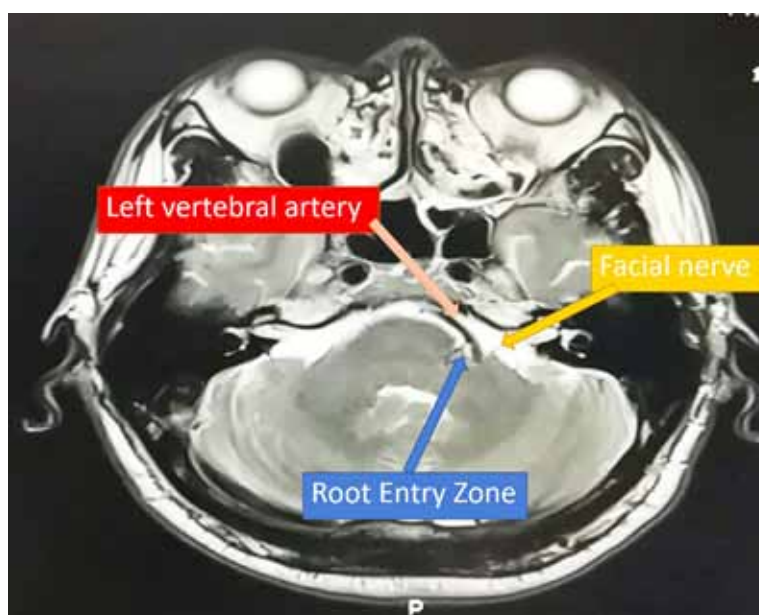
MRI brain shows the V4 portion of the left vertebral artery located very close to the left facial nerve.
